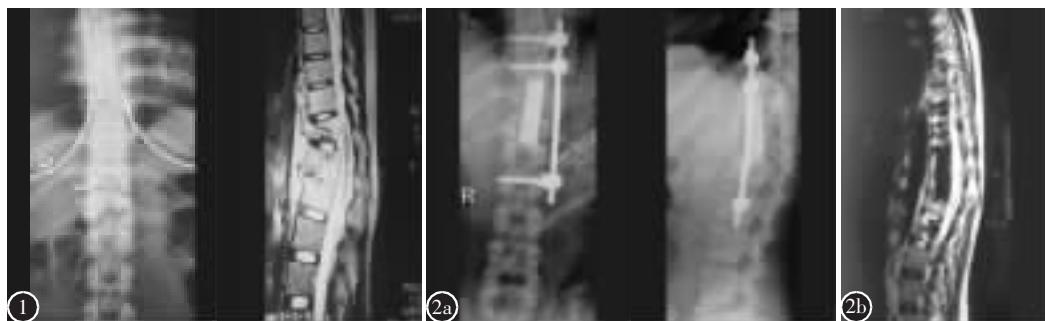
术前 X 线片及 MRI 示 T11、T12 椎体受累, 向后突入椎管压迫脊髓, 后凸 Cobb 角 45°
